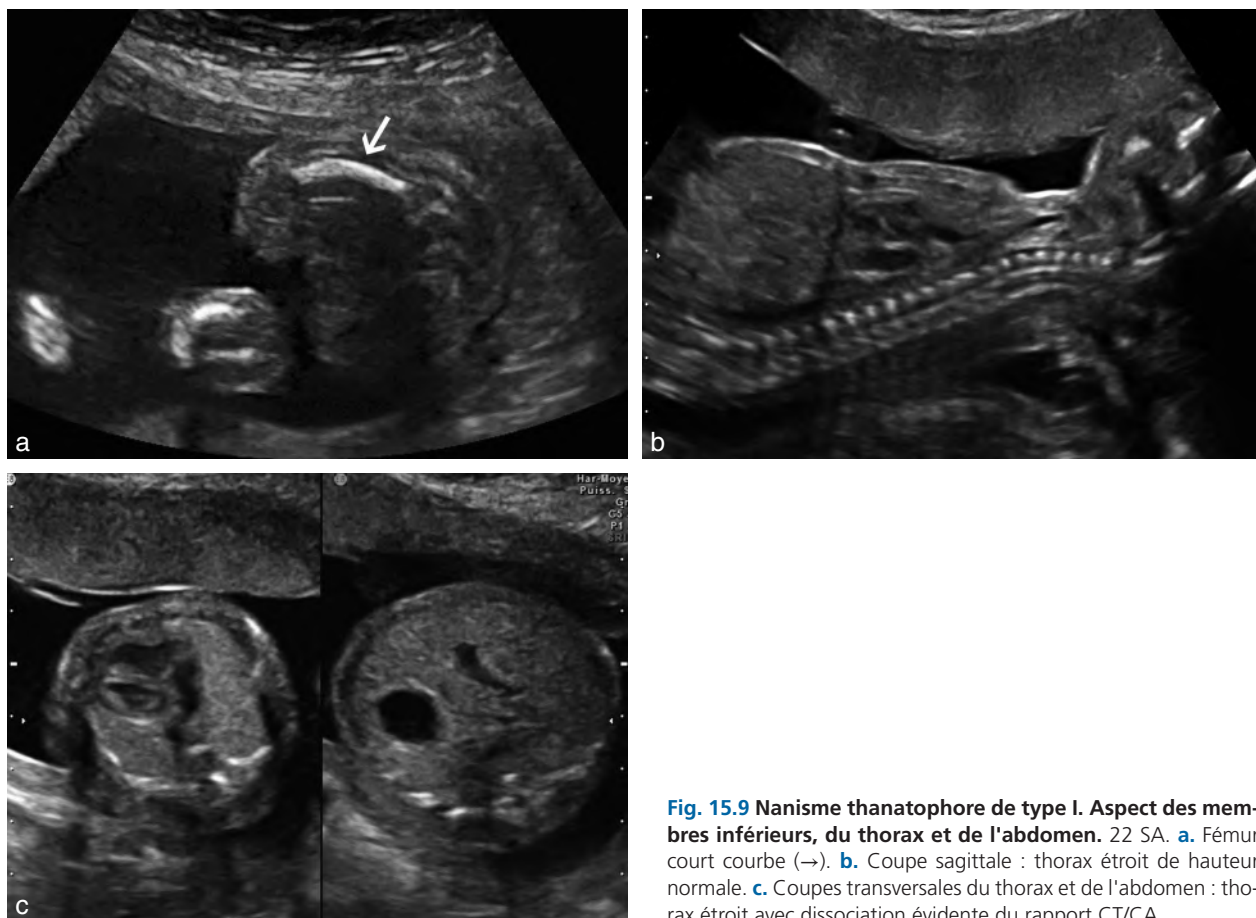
Nanisme thanatophore de type I. Aspect des membres inférieurs, du thorax et de l'abdomen. 22 SA. a. Fémur court courbe (→). b. Coupe sagittale : thorax étroit de hauteur normale. c. Coupes transversales du thorax et de l'abdomen : thorax étroit avec dissociation évidente du rapport CT/CA.
